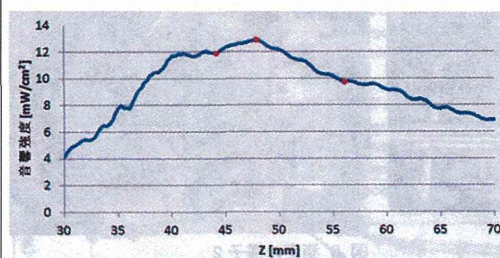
超音波プローブと hidroフォンの距離(z)を変えたときの音響強度変化(500kHzでの照射)
